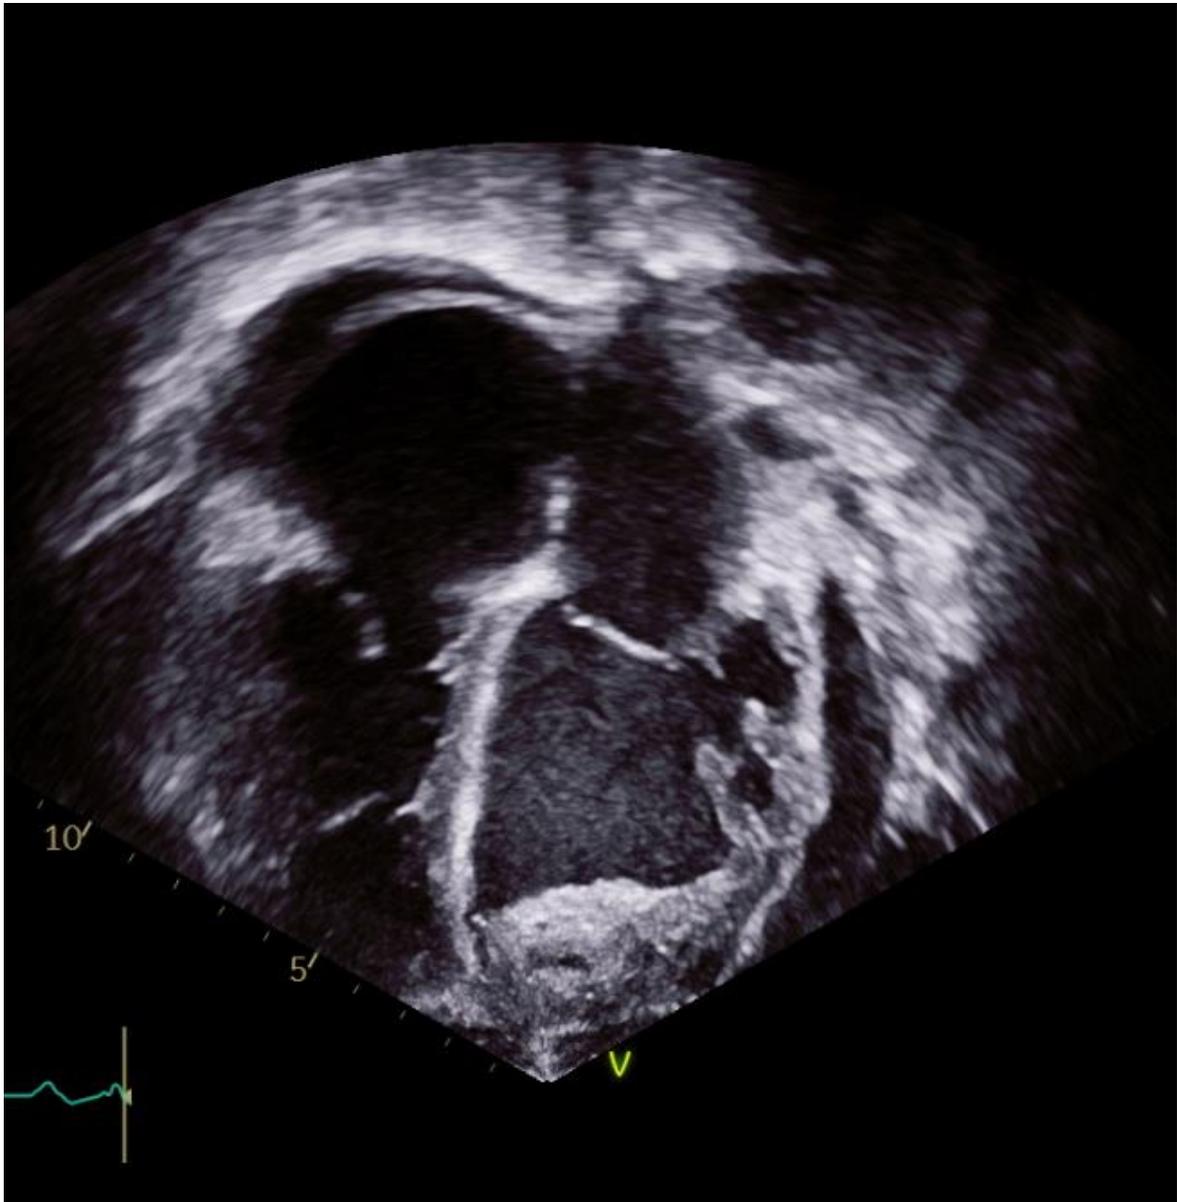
Imagen de ecocardiografía transtorácica en Eje apical vista 4 cámaras en posición anatómica, donde se observa una imagen de masa intracardiaca, homogénea, de bordes bien definidos, lobulada, localizada en su mayoría en ventrículo izquierdo, sin embargo con origen aparente en la válvula mitral, correspondiente a un mixoma.
